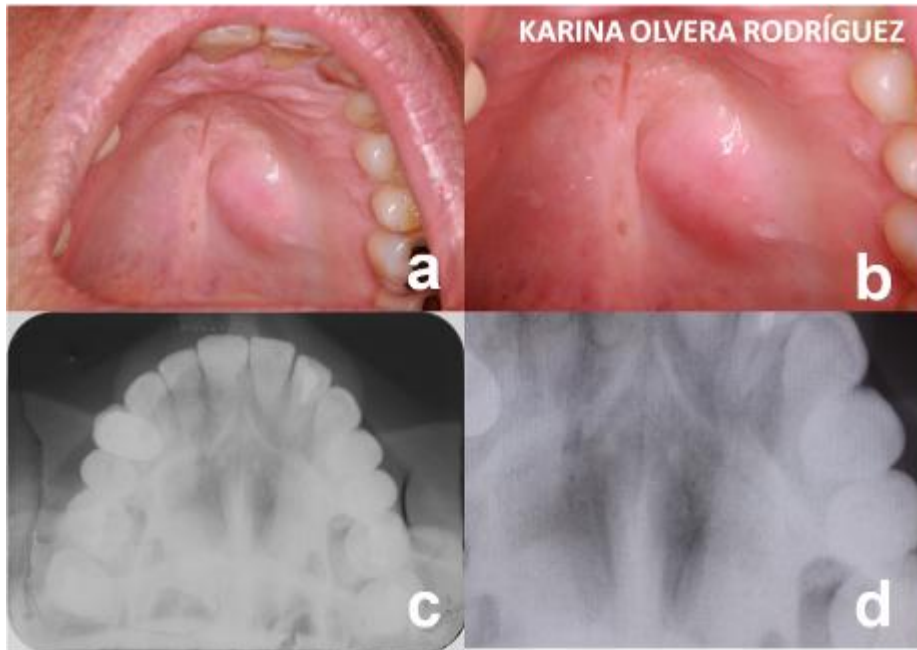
a-b) Lesión nodular, de base sésil, superficie lisa, color igual al de la mucosa adyacente, localizado en el paladar duro en el lado izquierdo, de 3.5 cm de diámetro mayor; c) Radiografía oclusal donde se puede observar integridad de la densidad ósea; d) Detalle de imagen anterior. Imágenes cortesía del Mtro. Israel Morales Sánchez.
